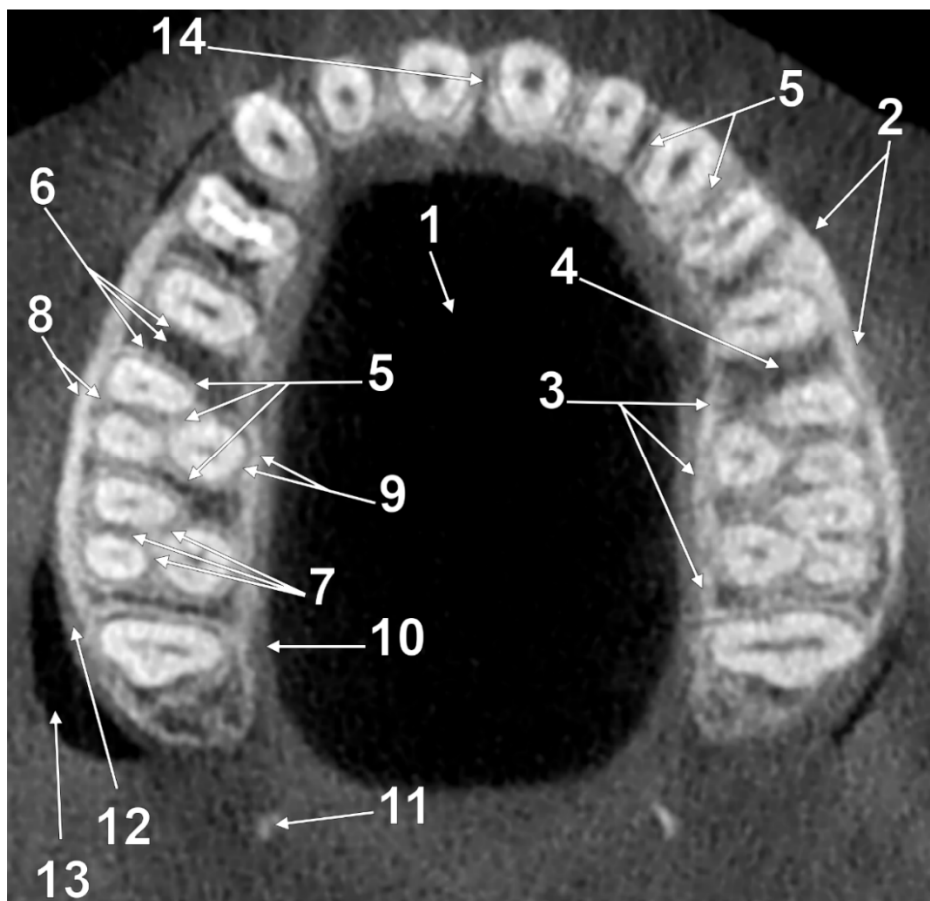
Secțiune CBCT axială prin procesele alveolare ale maxilei. 1.cavitatea bucală propriu-zisă; 2.compactă externă vestibulară; 3.compactă externă palatinală; 4.os spongios sau trabecular; 5.lamina dura (osul alveolar propriu-zis); 6.sept interproximal sau interdental; 7.septuri interradiculare; 8.os radicular vestibular; 9.os radicular palatinal; 10.mucoasă alveolară palatinală; 11.cârlișorul (hamulus) pterigoidian; 12.mucoasă alveolară vestibulară; 13.vestibulul bucal; 14.sutura intermaxilară.
